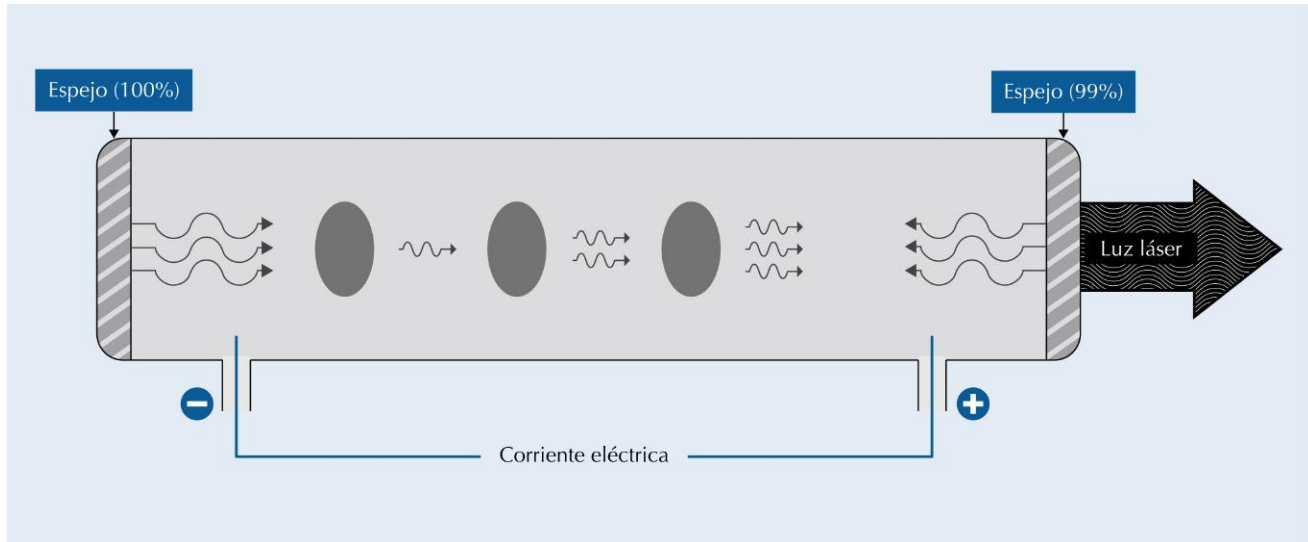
Cavidad resonante en un medio láser.
